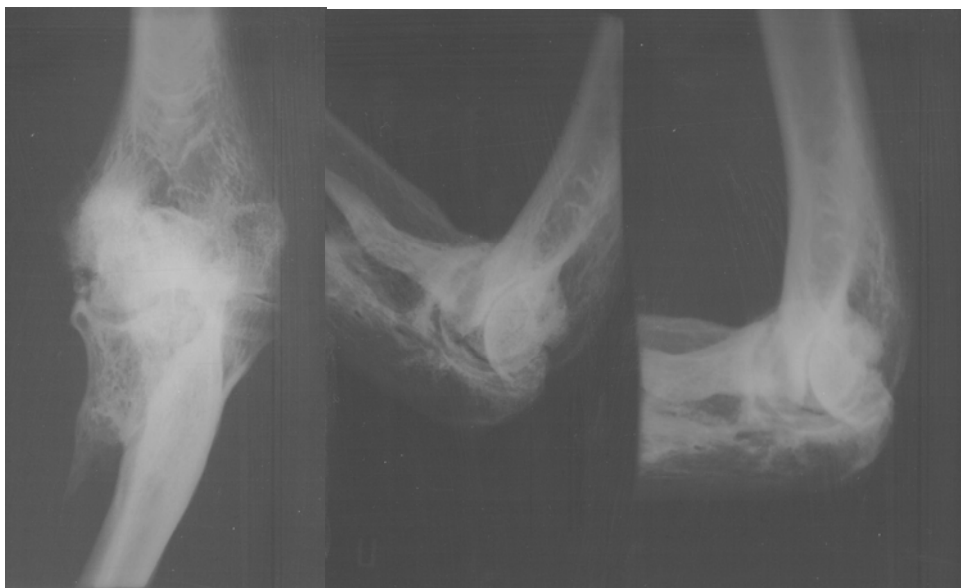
Рентгенограми хв.Т., 61 року, в прямій та бічних функціональних проекціях: посттравматичний деформуючий артроз та контрактура правого ліктьового суглоба
